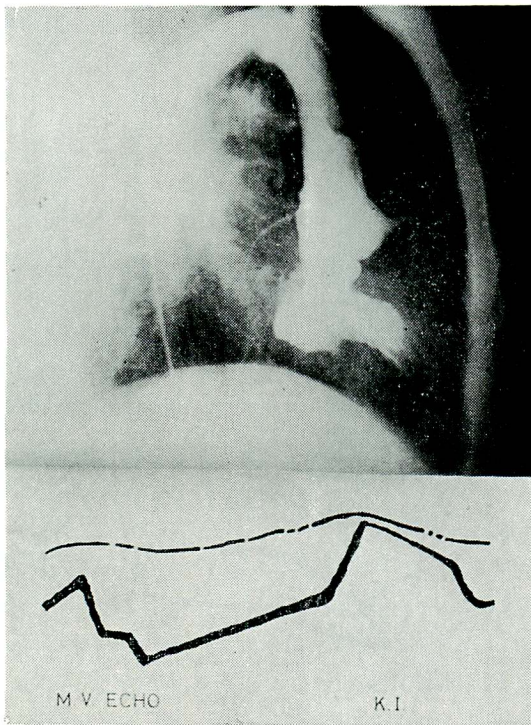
Angiocardiogram and echocardiogram of a case without inverted cone in systole and SAM (patient K.I.)
